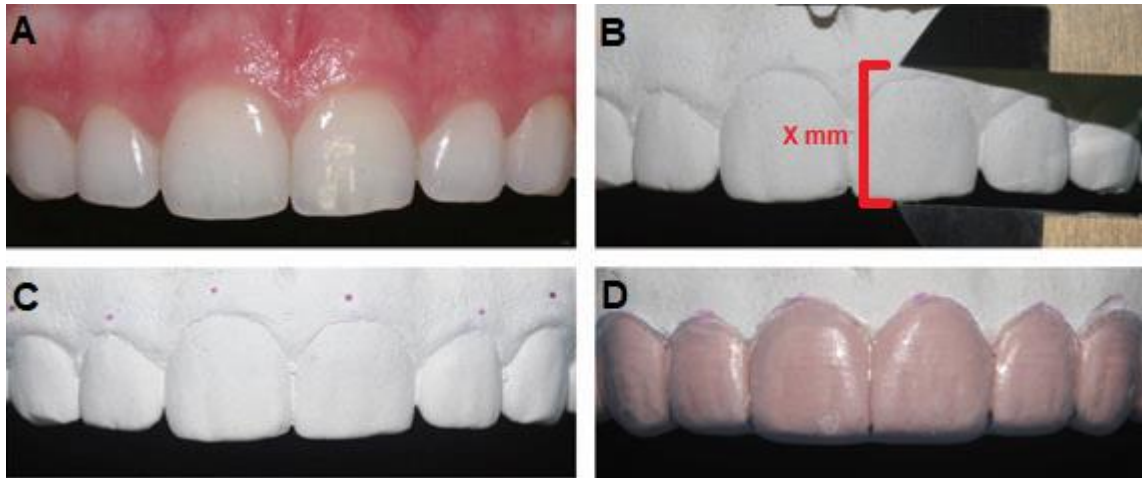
Pasos para la confección de una guía quirúrgica manual. A) Vista clínica previa del caso. B) Longitud de la corona anatómica medida en la CBCT, se transfiere al modelo de estudio con ayuda de un calibrador digital. C) Se marca con lápiz la longitud de la corona anatómica. D) Resultado del encerado y de la guía quirúrgica (Adaptado de Batista et al, 2012).
